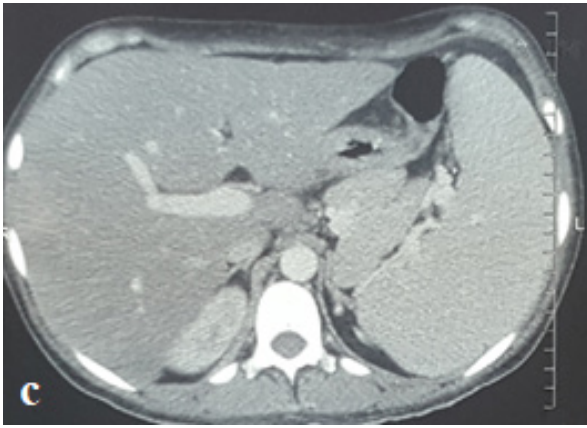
Tomografía abdominal: hepatoesplenomegalia.
